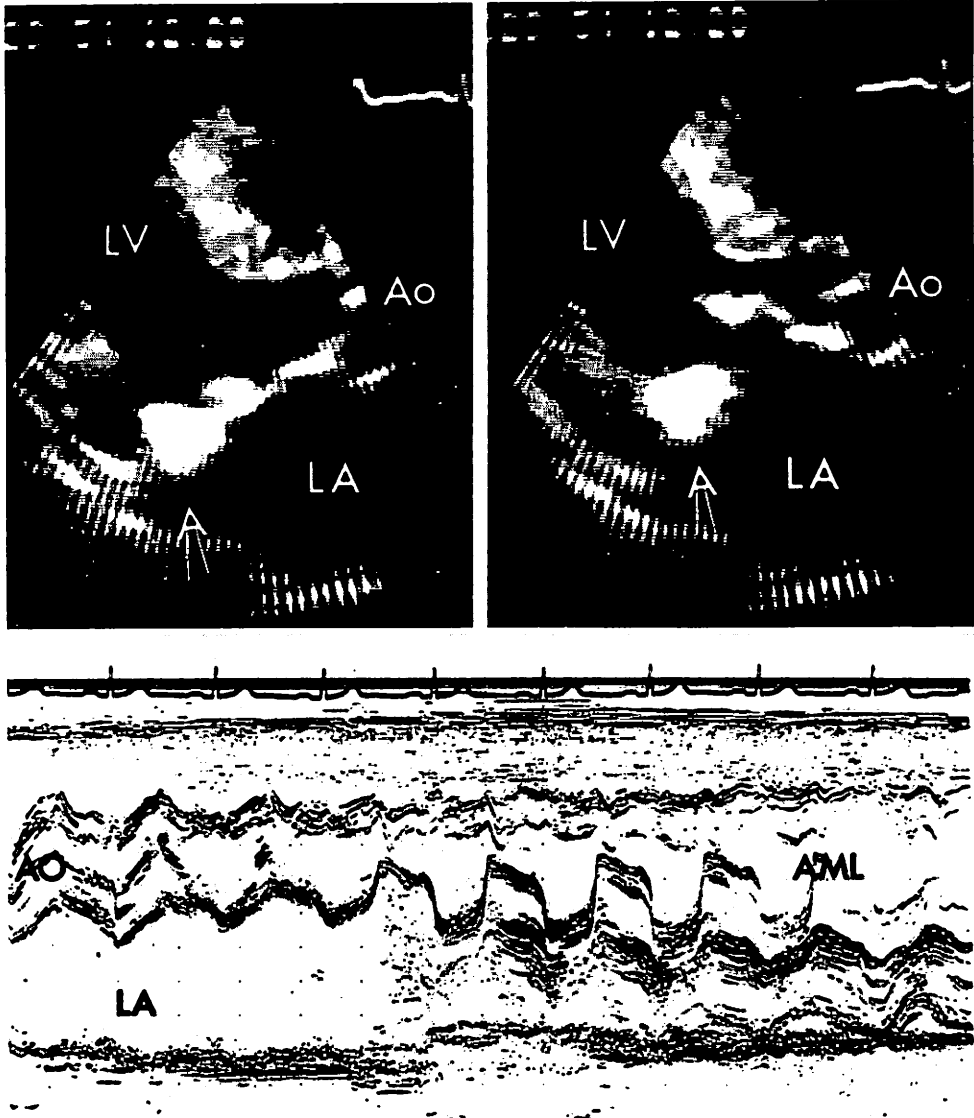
Long axis, two-dimensional echocardiograms of the aorta and left ventricle showing a round and homogenous abnormal mass in the mitral ring (arrow), but in the M-mode echocardiogram abnormal echoes can not be detected.
